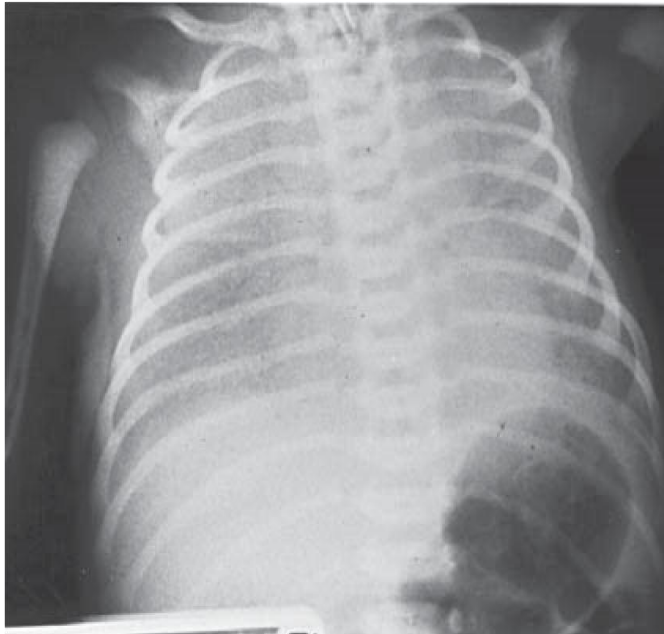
Radiographie thoracique du même nouveau-né décédé (fig n°23) après 3h montrant un poumon opaque en rapport avec une hémorragie pulmonaire
